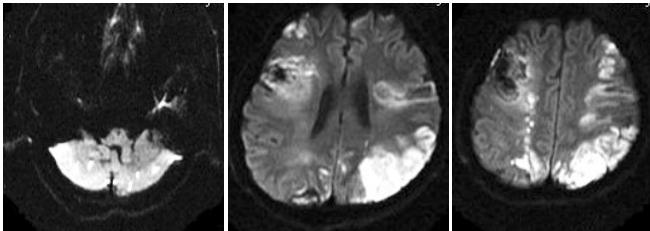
患者头颅MRI可见双侧小脑、枕叶、顶叶多发脑梗死
